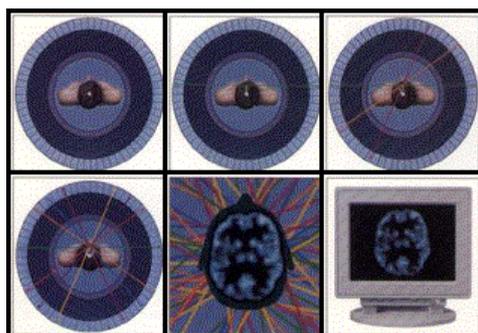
Sistema de Coincidencia PET.
